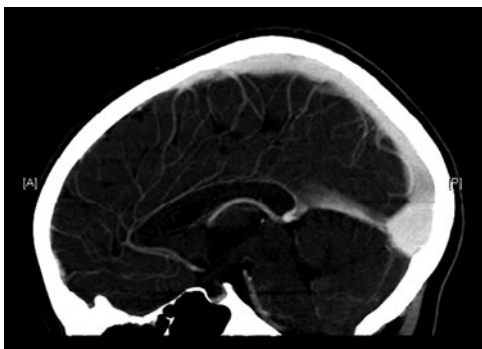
TC cerebral se destaca confluencia de los senos de gran tamaño en región occipital; sin objetivar lesiones con efecto masa.
